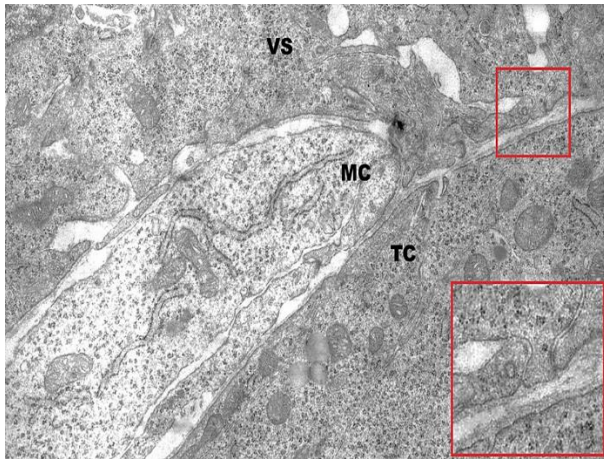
The S-shape body stage. Bowman's capsule visceral cell (VS), tubule cell (TC) and mesangial cell (MC) inserted between them. All are located close to each other and directly faced by plasma membrane surface covers. Initiation of a primer podocyte foot in red small square and an enlarged image in red big square. (Uranyl acetate and lead citrate, X 21168).
